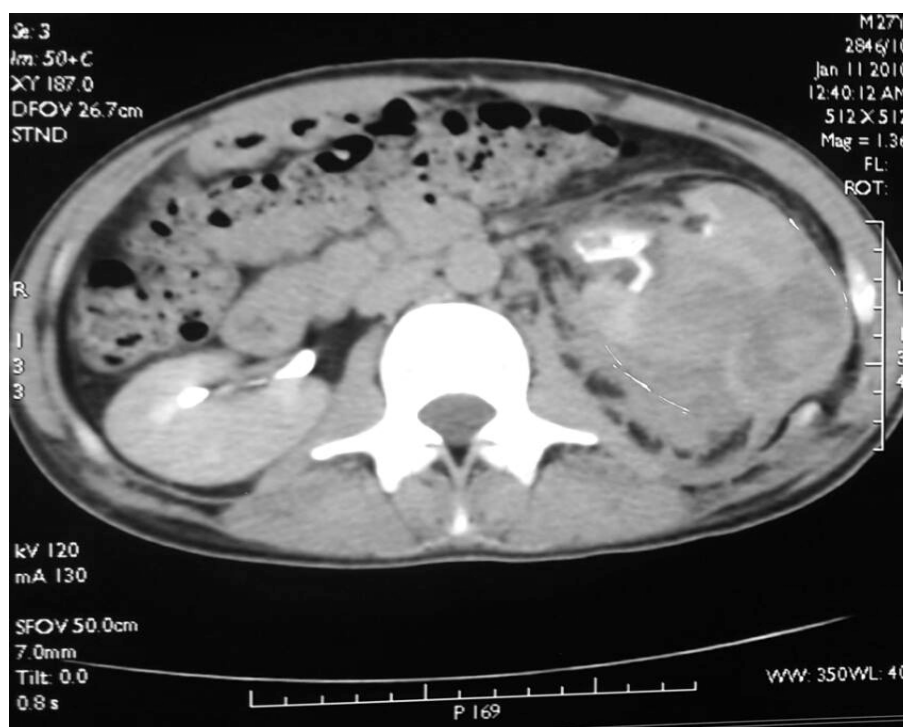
TDM de contrôle à J11 montrant un rein gauche siège de foyers de contusion, fractures et des hématomes intra parenchymateux
